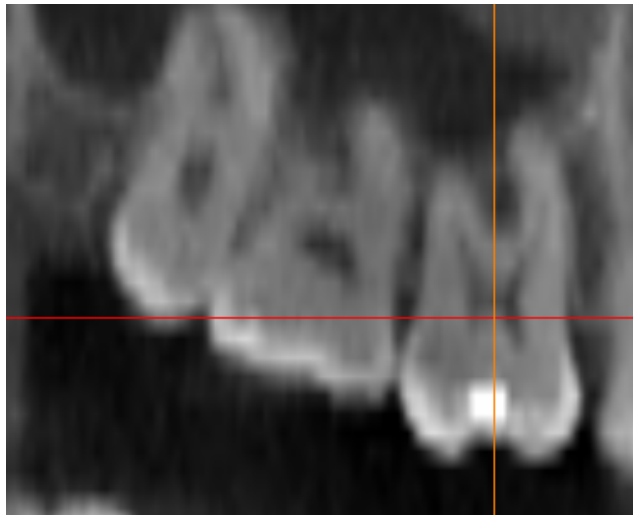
Corte sagital da TC evidenciando o centro do dente medido e a relação com as cristas ósseas adjacentes.
